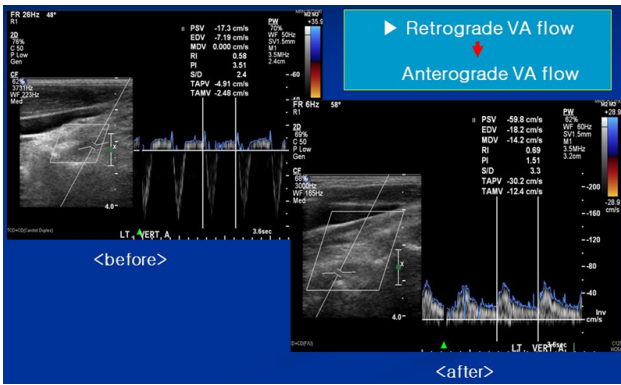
The vertebral artery Doppler waveform change disappeared and recovered after treatment.
